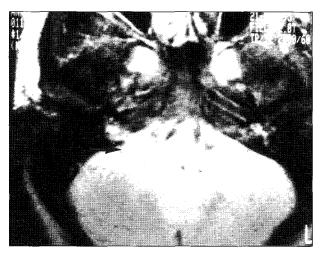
Brain MRI shows intracranial mass(black arrow) at cerebellopontine angle with high signal intensity in T2-weighted image.
